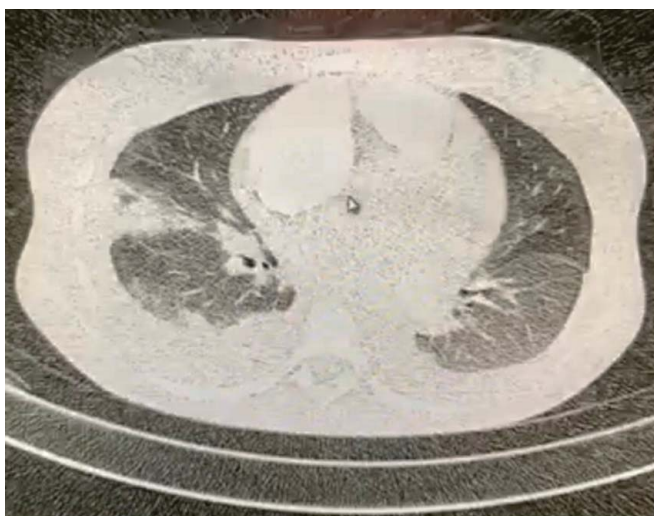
Angiotomografia de artérias pulmonares com melhora de consolidações heterogêneas e opacidades com atenuação de vidro fosco, comparado ao exame anterior.
